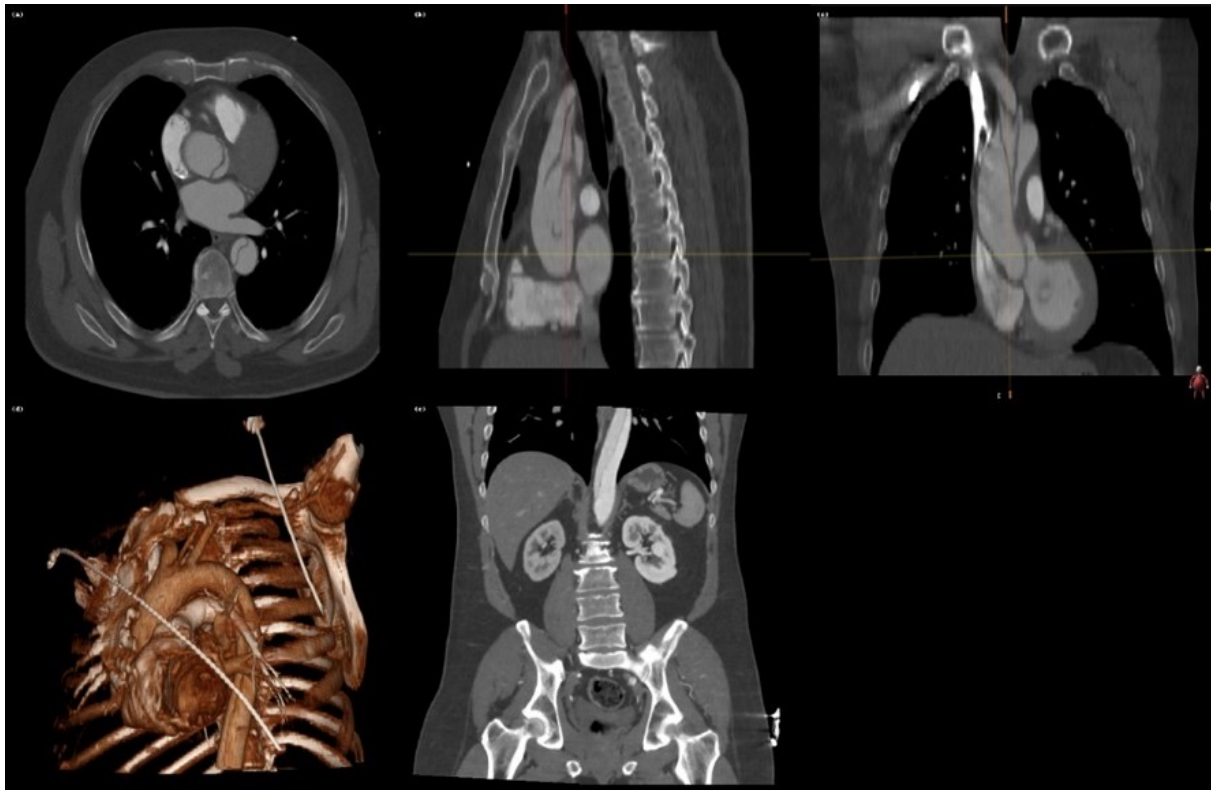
präoperative Aufnahmen einer ATAAD. Darstellung einer langstreckigen Dissektion der thorakalen Aorta mit Ausbreitung in den Aortenbogen und die supraaortalen Äste. Die rechte und linke A. carotis communis sowie beide Aa. vertebrales entspringen aus dem wahren Lumen, während die linke A. renalis und die A. mesenterica inferior aus dem falschen Lumen abgehen. Der Fortsatz der Dissektion reicht bis in die beiden Iliakalararterien, mit Beteiligung der linken A. iliaca interna. (a): Transversale CTA-Rekonstruktion der thorakalen Aorta mit Dissektionsnachweis. (b): Sagittale CTA-Rekonstruktion mit Fortsatz der Dissektion über den Aortenbogen. (c): Frontale/Coronare CTA-Rekonstruktion mit Beteiligung der supraaortalen Gefäße (d): Frontosaggitale 3D-Volumenrekonstruktion der thorakalen Aorta und supraaortalen Äste (e): CTA-Rekonstruktion der abdominellen Aorta mit Abgang der linken Nierenarterie und der A. mesenterica inferior aus dem falschen Lumen
